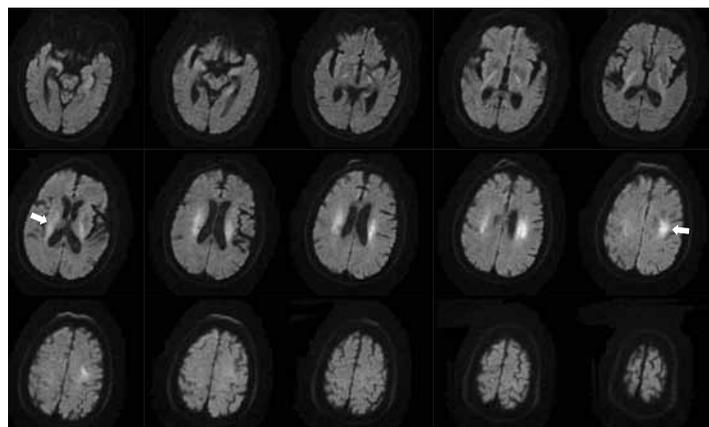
症例3の入院時頭部MRI-DWI(1.5T).
